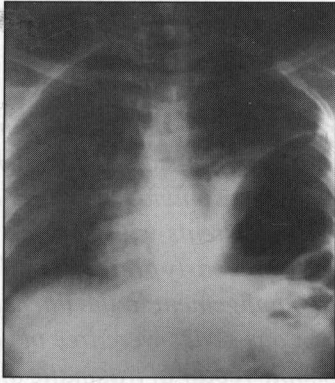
Radiografía de tórax. Diagnóstico de hernia diafragmática izquierda
